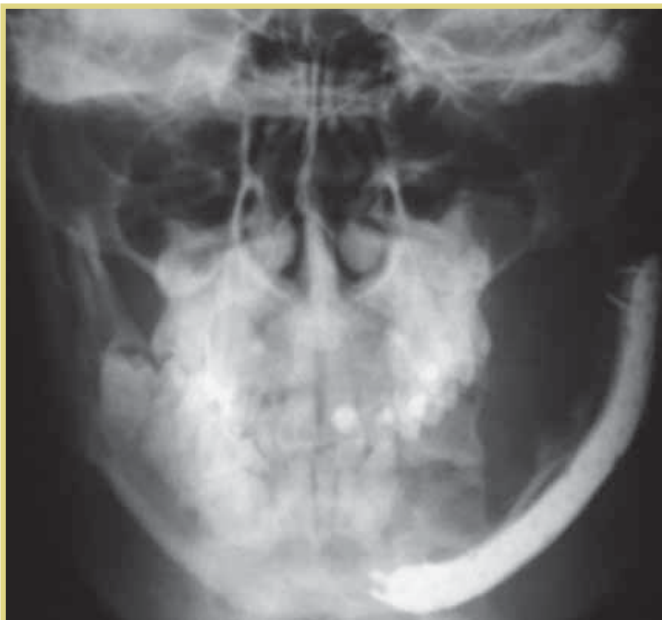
Пациент Ш. Рентгенограмма черепа в прямой проекции
